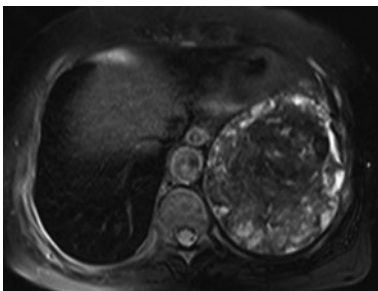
胸部MRI T2強調画像. 辺縁は高信号、内部は低信号と一部高信号が混在したモザイク状を呈している。
